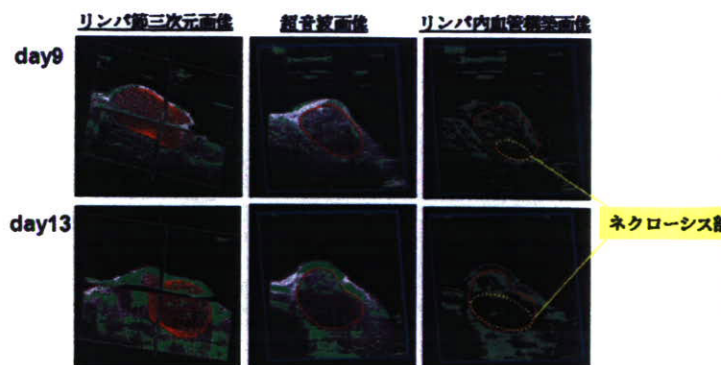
高周波超音波による転移リンパ節の三次元画像とリンパ内血管画像
